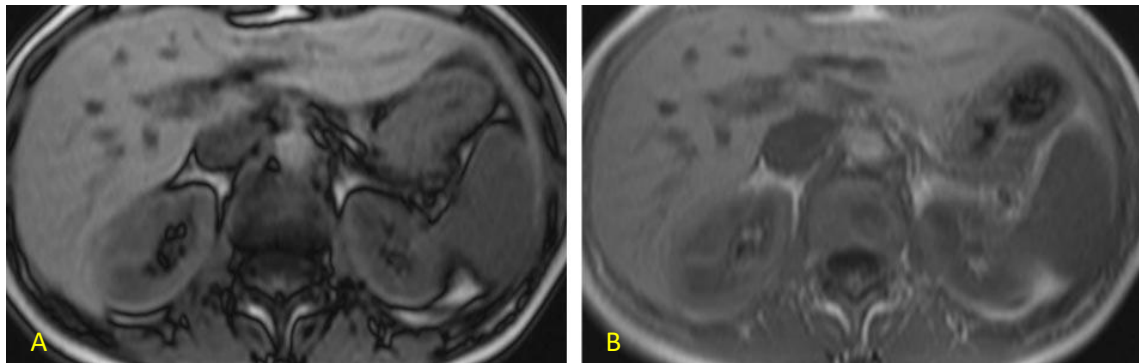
Apariencia normal del hígado en RM. Imagen axial en fase opuesta (A) y en fase (B) muestra una intensidad de señal similar en el parénquima hepático.
